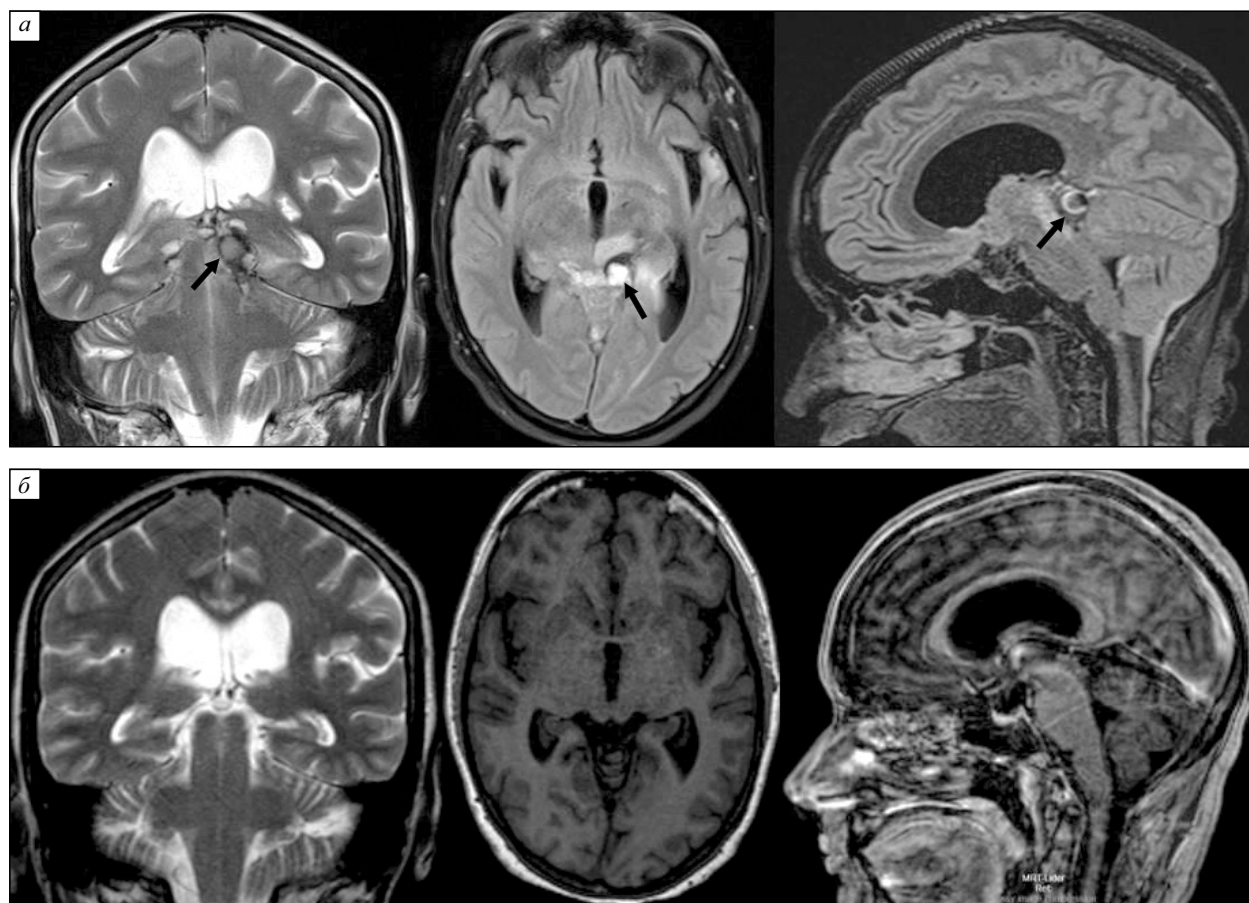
МРТ головного мозга пациентки Л. в режимах T2-ВИ, FLAIR и T1-ВИ, выполненные 27.05.2025 (а), в задних отделах обхватывающей цистерны, прилежа к левой ножке мозга, определяется округлое образование (стрелки) и 10.04.2025 (б), на уровне обхватывающей цистерны патологии не определяется
